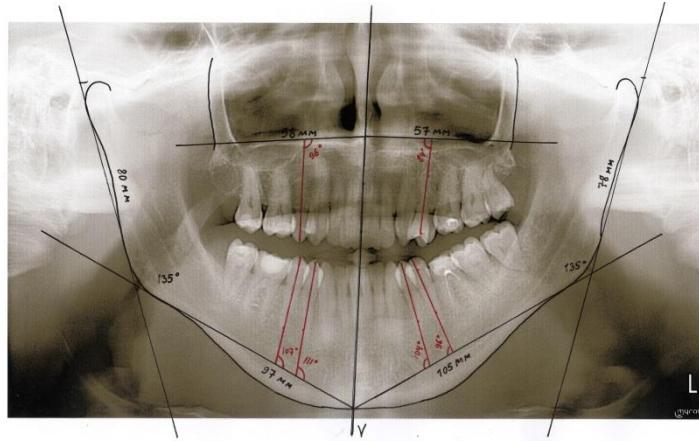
Ортопантомограма пацієнта Н., 40 років з прогенічним прикусом. Аналіз за запропонованим нами способом
